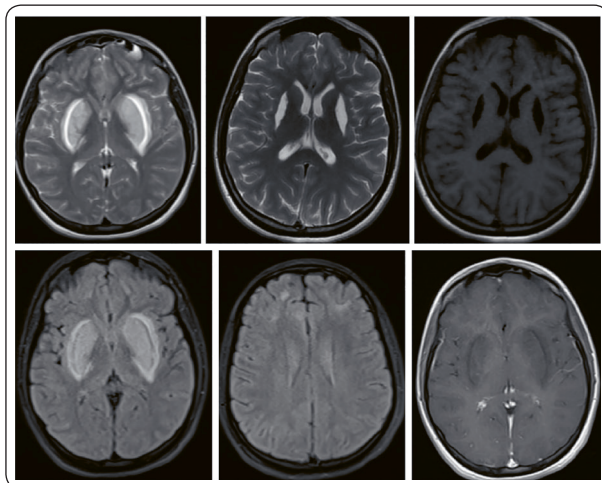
Bilateral frontal cortical-subcortical pathological signal changes and lentiform fork signs were observed on cranial MRI taken on the 5th day of hospitalization
